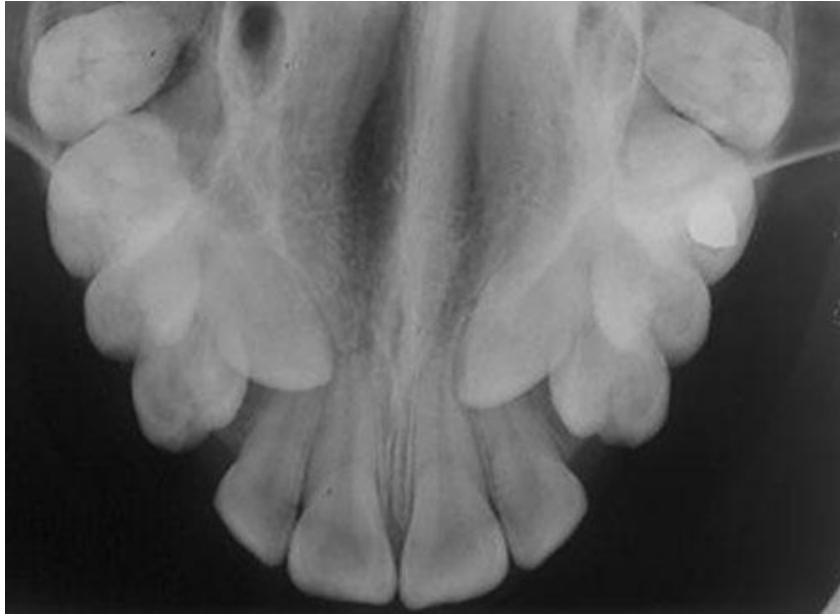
Radiografia oclusal de arcada superior com caninos inclusos.
